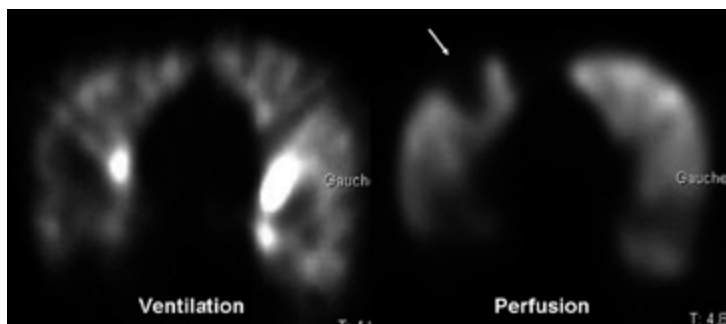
Tomoscintigraphie : embolie pulmonaire segmentaire du lobe supérieur droit.
